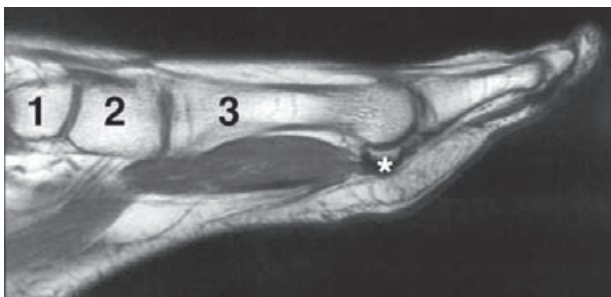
RM sagital del primer dedo. 1) Navicular; 2) cuña medial; 3) metatarsiano. Asterisco: hueso sesamoideo.
